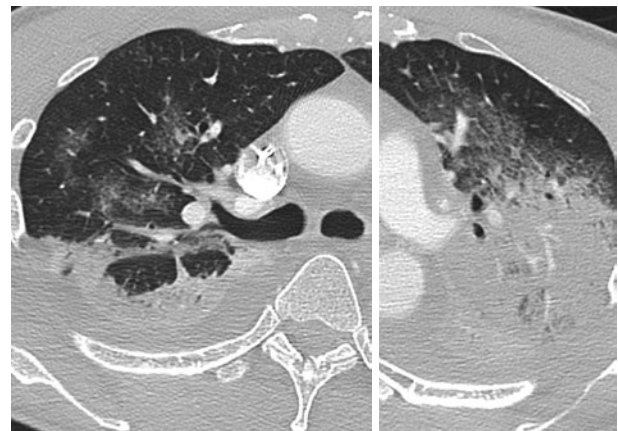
入院時胸部高分解能CT画像. 左肺上葉に内部空洞(矢印)を伴う浸潤影がみられる. 両側肺野には広範に広がるすりガラス影と背側の浸潤影がみられる. 滲出期から増殖早期病変のARDS所見と考えられる. 既存の肺病変を示唆する低吸収領域や気管支拡張、網状影、蜂巣肺はみられない. 両側胸水がみられる.
